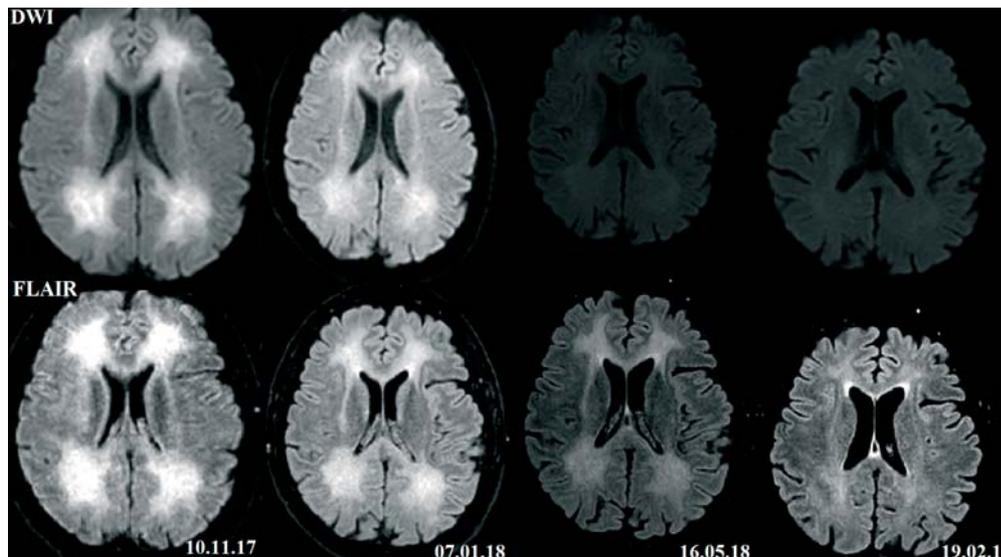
RM che mostra leucoencefalopatia diffusa della sostanza bianca sopratentoriale, iperintensa in FLAIR e DWI.
